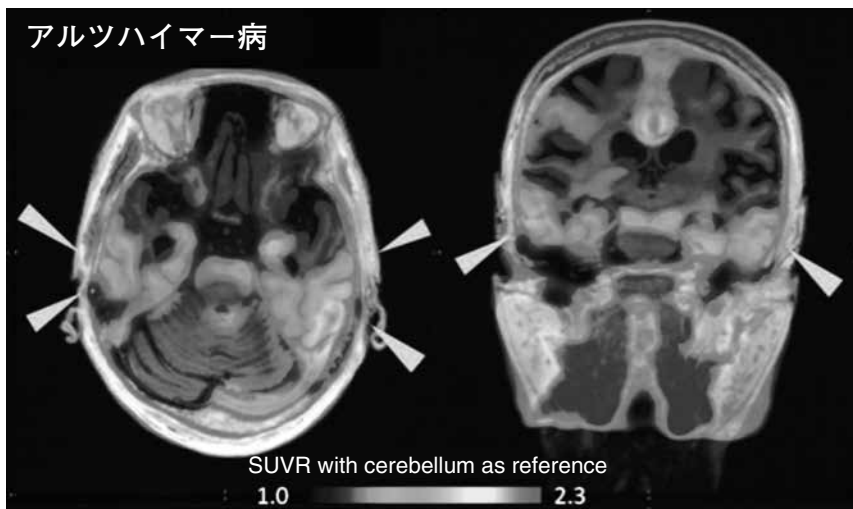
アルツハイマー病(CDR1, MMSE 16)の<sup>[18F]</sup>PI2620 tau PET像
